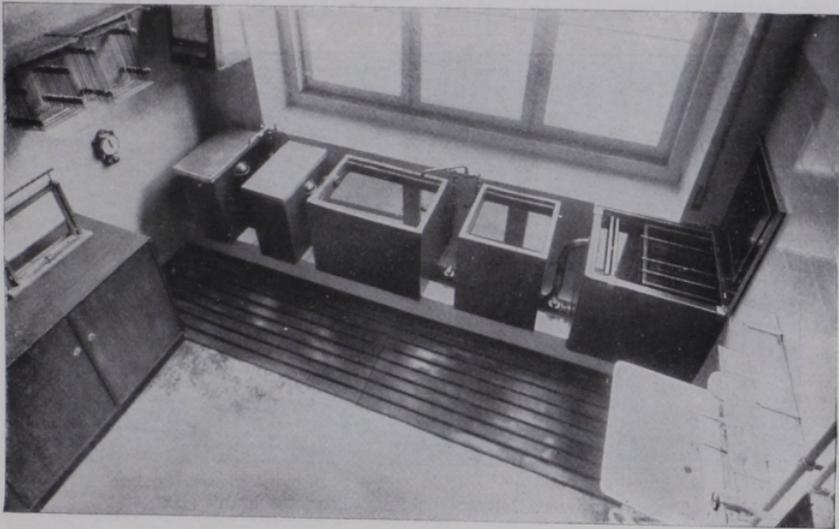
Blick in die Dunkelkammer von oben. Am Fenster die Entwicklungskolonie, rechts die Unterwasserschleuse geöffnet. (Aus dem Röntgeninstitut des Krankenhauses Sachsenhausen.)
